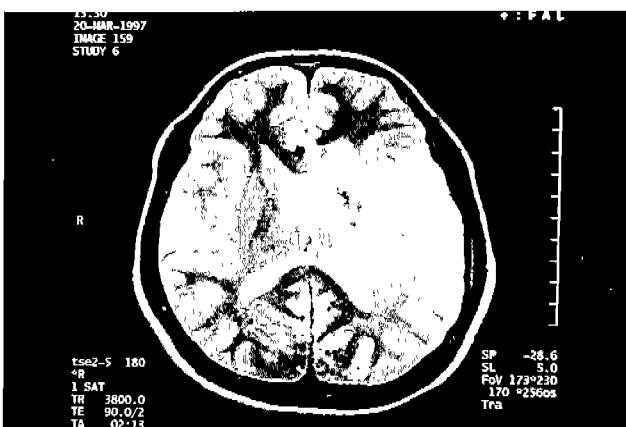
Brain MRI showing acute infarction at left tronto-parietal lobe and basal ganglia
